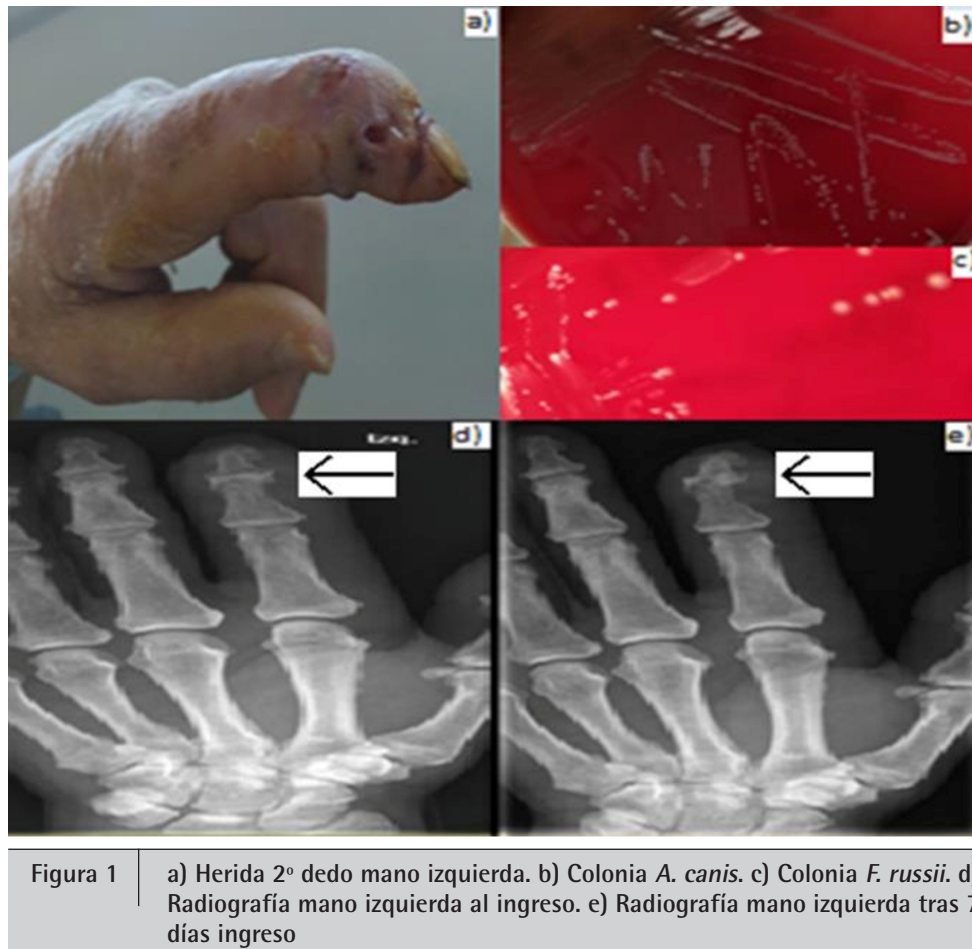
a) Herida 2º dedo mano izquierda. b) Colonia *A. canis*. c) Colonia *F. russii*. d) Radiografía mano izquierda al ingreso. e) Radiografía mano izquierda tras 7 días ingreso
